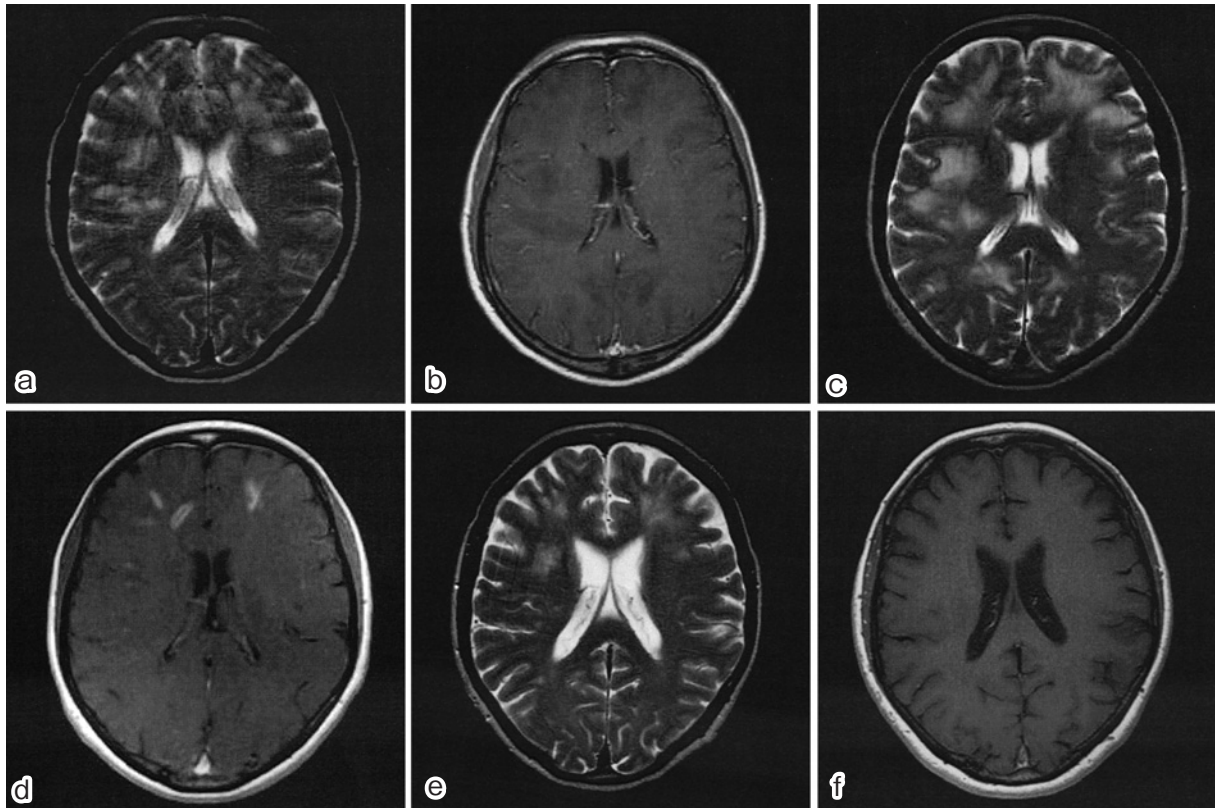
MRI obtained on the day of admission (a and b), the 10th day (c and d), and the 42nd day (e and f).
